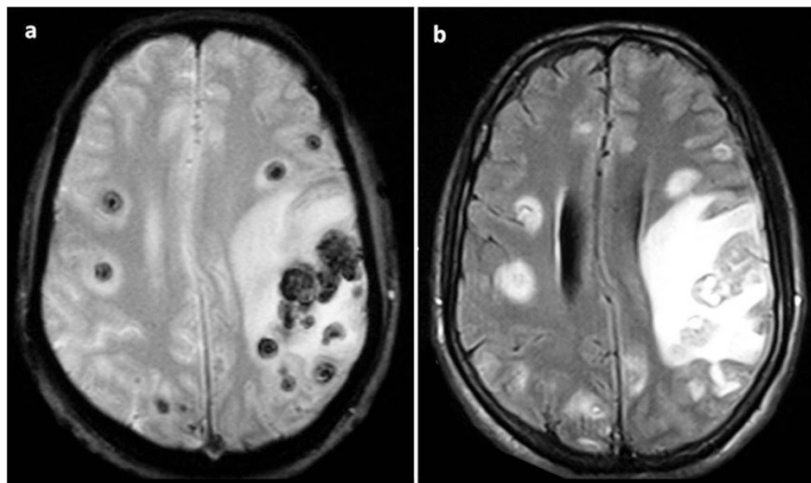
Multiple brain granulomatous lesions due to *Toxoplasma gondii* shown on proton density weighted image (a) and on a fluid-attenuated inversion recovery (FLAIR) sequence (b). Note the important, extensive perifocal edema
